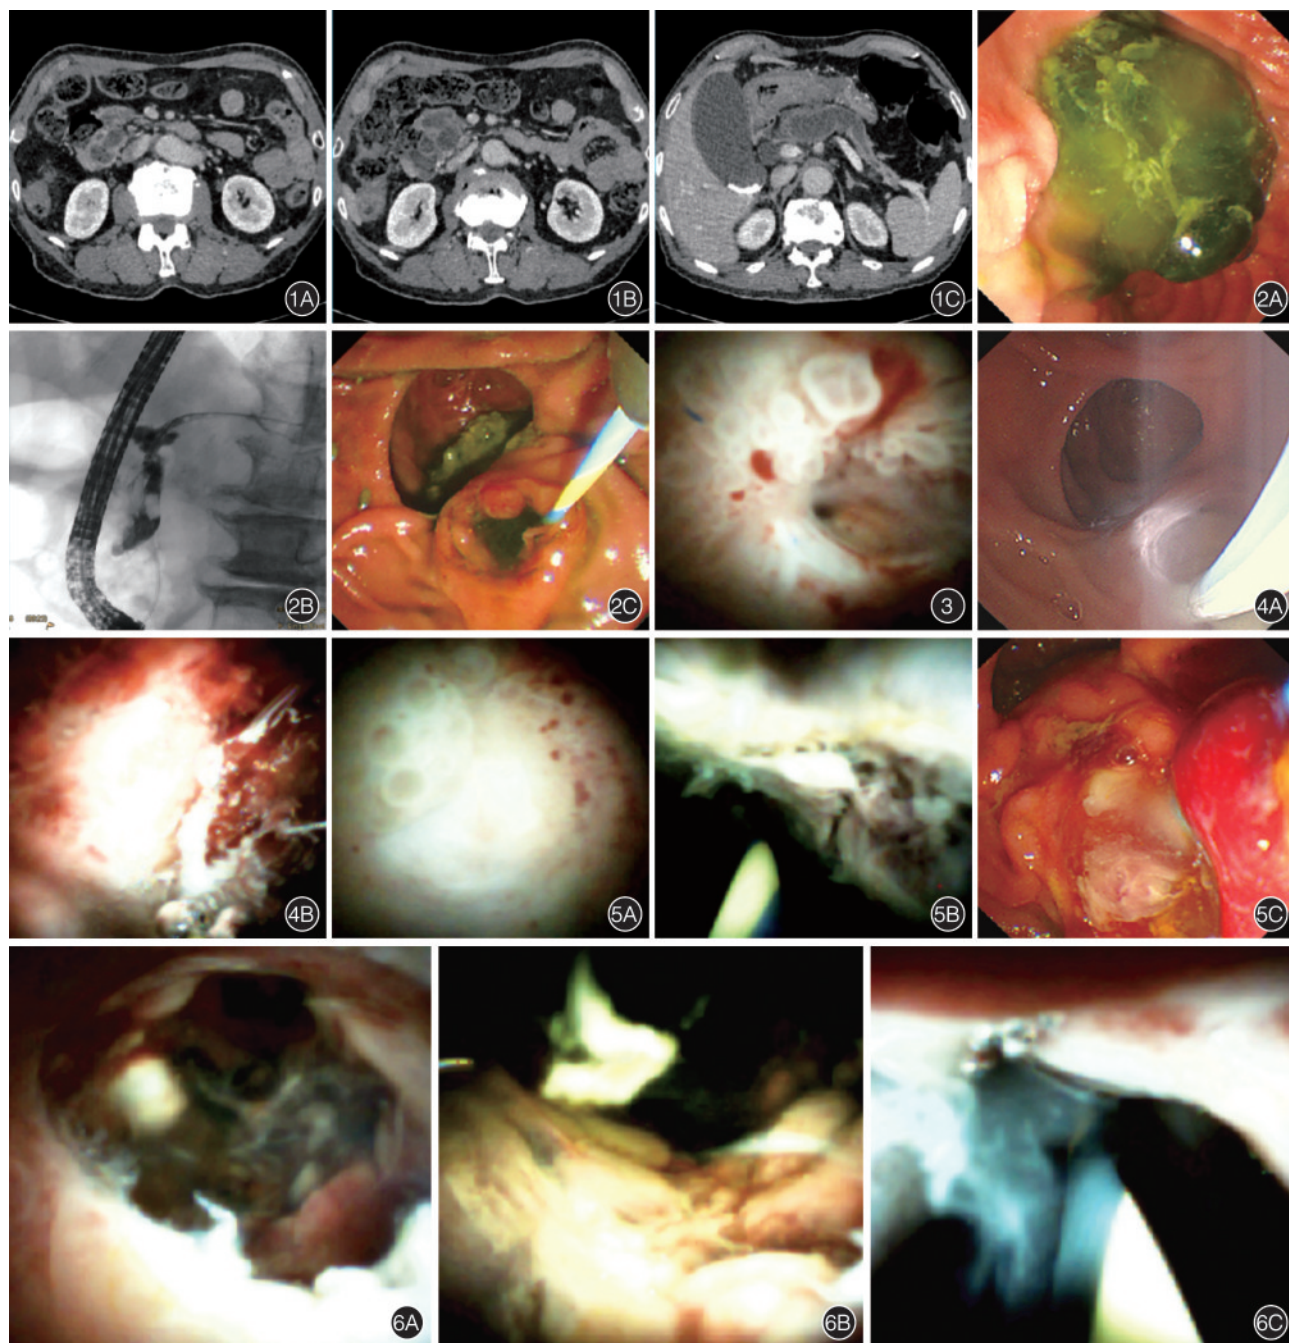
上腹增强 CT 检查 1A:胰管扩张,十二指肠乳头凸向肠腔;1B:胰头段胰管显著扩张并呈多囊性,与主胰管相通,未见明显壁结节;1C:胰颈部胰管显著扩张,胰体尾部萎缩,近胆囊颈部多发高密度结石 图 2 内镜逆行胰胆管造影术检查 2A:乳头开口大量胶冻样黏液;2B:造影见胰头颈部胰管扩张,腔内充盈缺损影;2C:乳头开口呈鱼嘴样 图 3 SpyGlass 探查,胰头段胰管腔内多发结节状乳头样增生,黏膜呈鱼卵样 图 4 第一次内镜下光动力治疗 4A:插入光纤至胰头段胰管进行照射;4B:术后见黏膜水肿、坏死,无出血 图 5 第二次内镜下光动力治疗 5A:第一次内镜下光动力治疗术后 6 周, SpyGlass 探查见残存的肿瘤组织;5B:第二次内镜下光动力治疗后,可见肿瘤组织变性、坏死;5C:球囊拖取出大量黏液及坏死脱落组织 图 6 第三次内镜下光动力治疗 6A:第二次内镜下光动力治疗术后 3 个月, SpyGlass 探查见少许肿瘤残留;6B:第三次内镜下光动力治疗后,残存肿瘤组织坏死、脱落;6C:第三次内镜下光动力治疗术后 6 周, SpyGlass 探查见主胰管壁光滑,管腔未见狭窄
